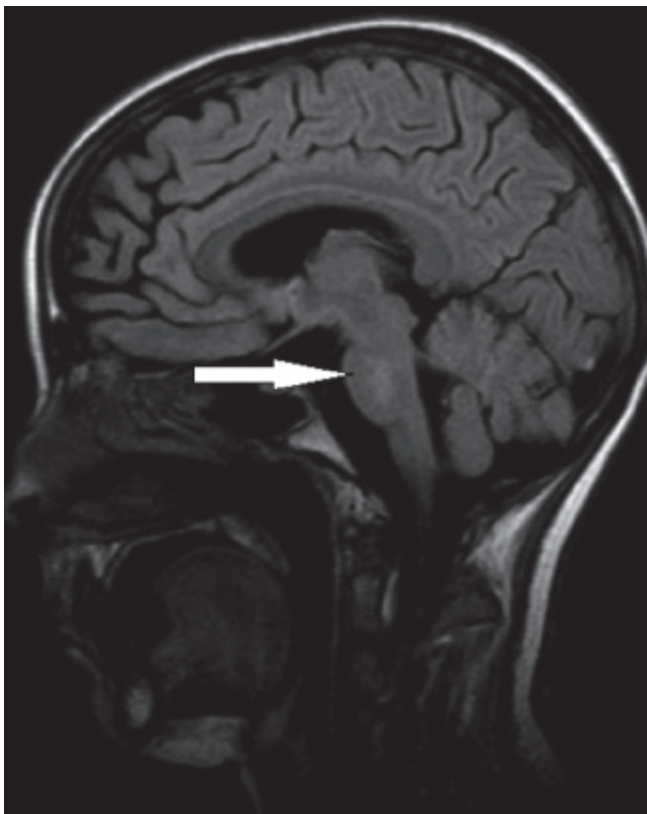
МРТ головного мозга пациентки Б. Гиперинтенсивная в режиме T_2 зона неправильной формы в области моста головного мозга
